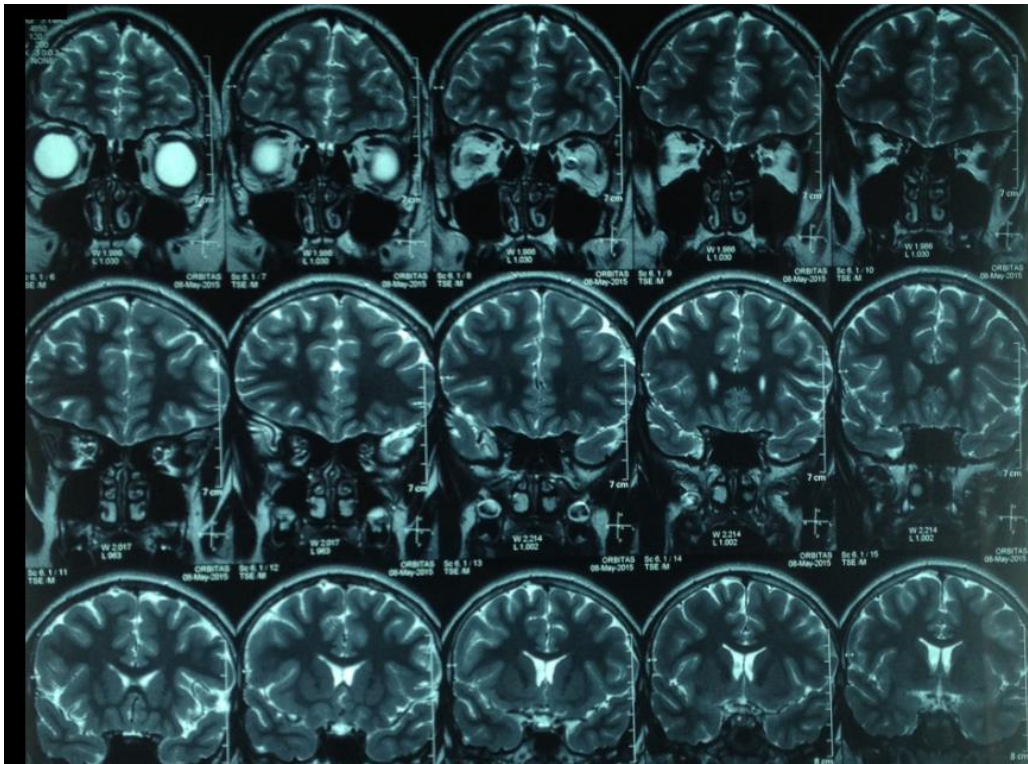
Cortes coronales de resonancia magnética nuclear en secuencia T2, se observa parénquima cerebral corteza cortical y subcortical sin evidencia de lesiones, así como región intraorbitaria.
